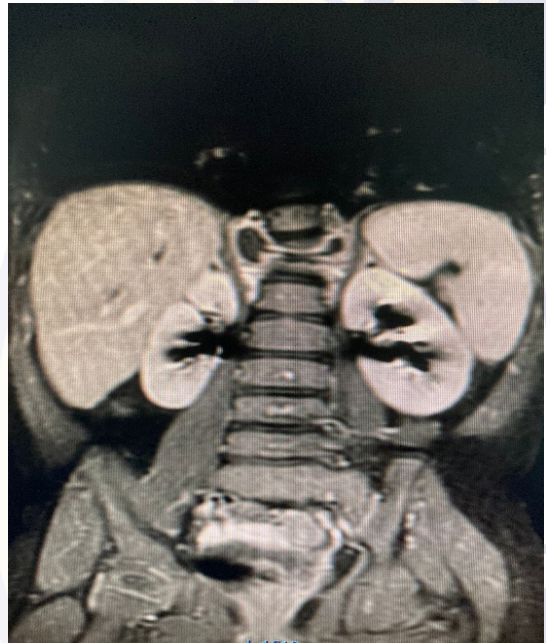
Vista coronal de resonancia magnética donde se observa fractura a nivel de T 10-11.
